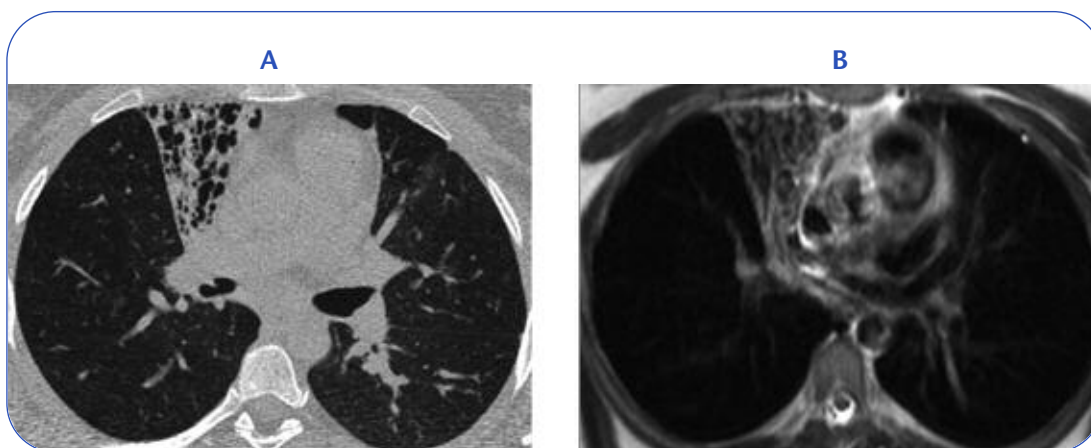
Scansioni in Tomografia Computerizzata (A) e Risonanza Magnetica (B) in una paziente dell'età di venti anni affetta da discinesia ciliare primitiva. In entrambe le immagini si evidenzia, a carico del lobo medio, un'area di distruzione parenchimale con bronchiectasie contestuali.
